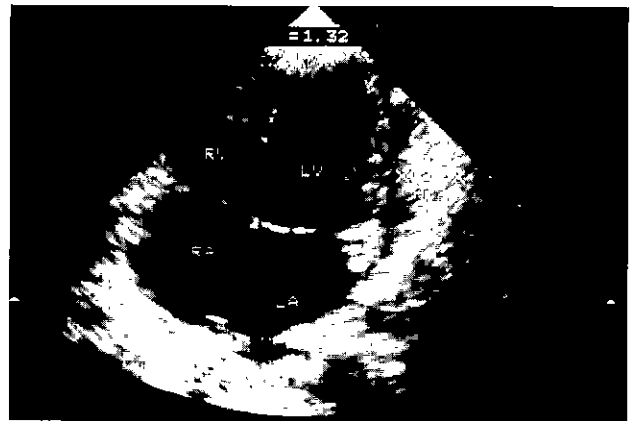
Echocardiography after pericardiectomy: The pericardial flap was excised just anterior to both phrenic nerves
